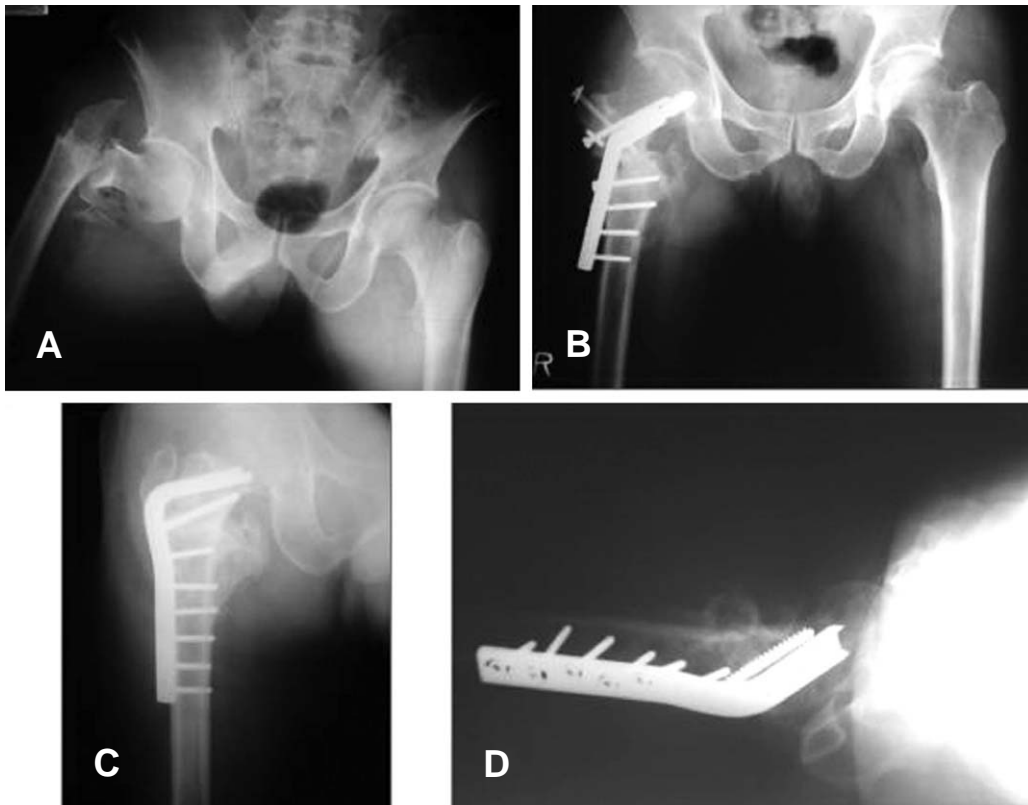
(A) Preoperative radiograph shows A3 type intertrochanteric fracture (B) Radiograph after 1st operation shows loss of plate fixation due to inappropriate implant choice at 5 month after operation. (C) 95 degree angled plate fixation was done and bone union was gained. (D) 95 degree angled plate fixation translateral view
